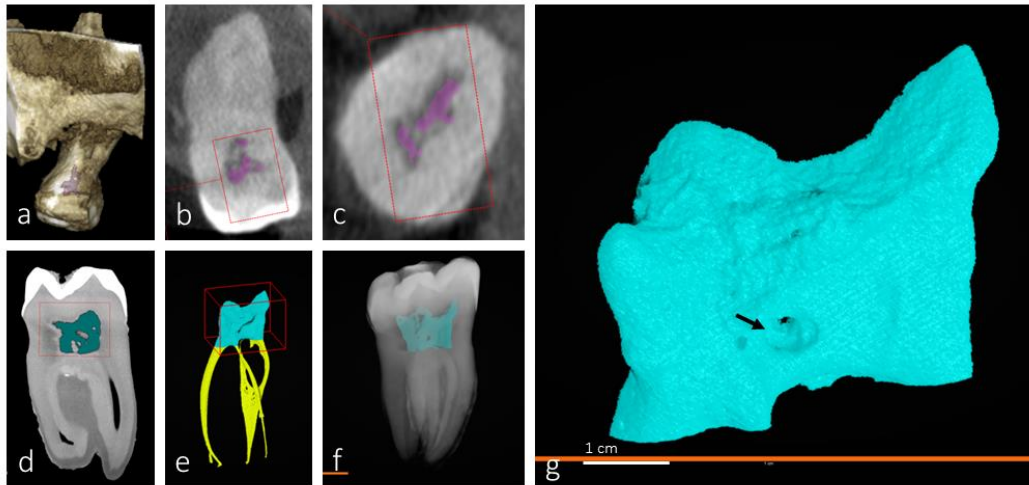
Imágenes CB-CT y micro-CT del molar identificado como muestra 5. Reconstrucción CB-CT (a,b) e imágenes sagitales (c) y axiales (d). Imágenes sagitales en micro-TC (e,f) y reconstrucciones pulpaes (g,h). i corresponde a h aislada y ampliada.
